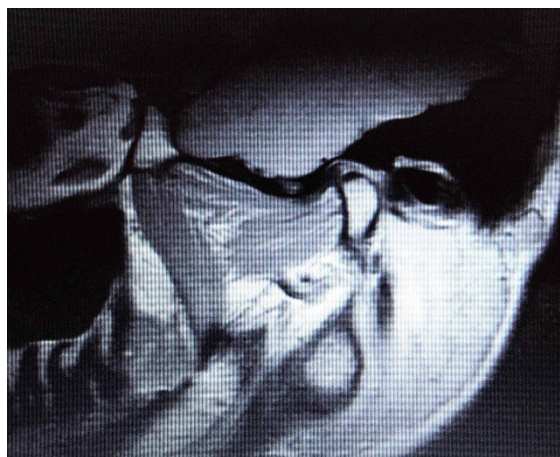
МРТ суставного диска ВНЧС пациента №3
